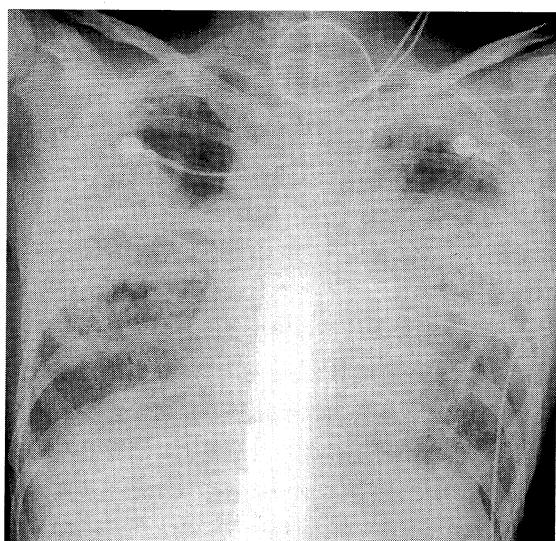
Chest X-ray film obtained on three days after admission (April 23, 2001), showing deterioration of the infiltrate.
